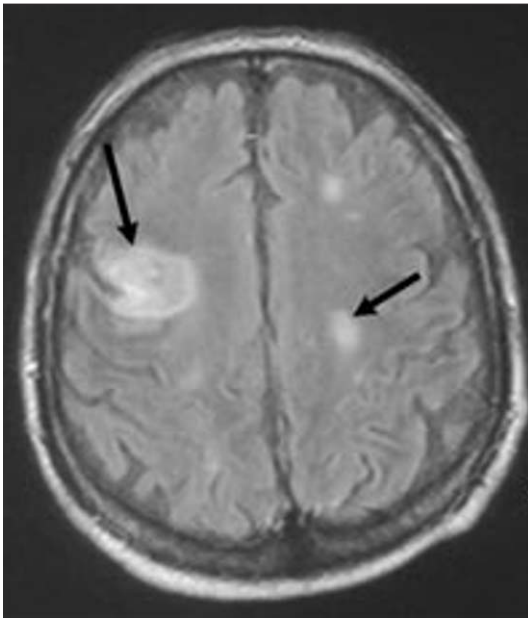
Accidents ischémiques multiples d'origine cardiaque. Séquences axiales en pondération FLAIR : accidents ischémiques bilatéraux supratentoriels (flèches).
